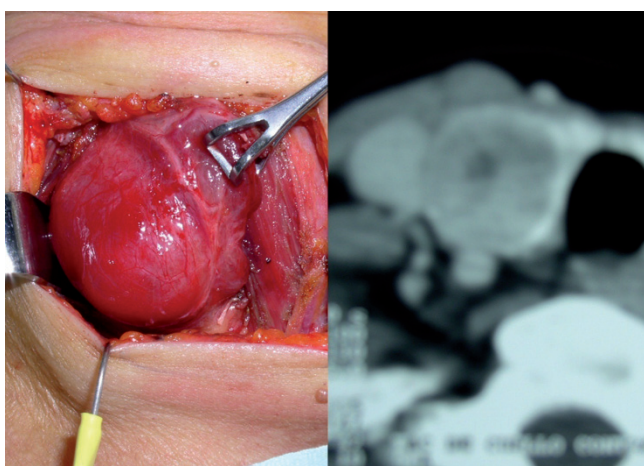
Nódulo tiroideo derecho sólido y quístico, que en la TAC desplaza la vena yugular interna. Hemitiroidectomía derecha.
